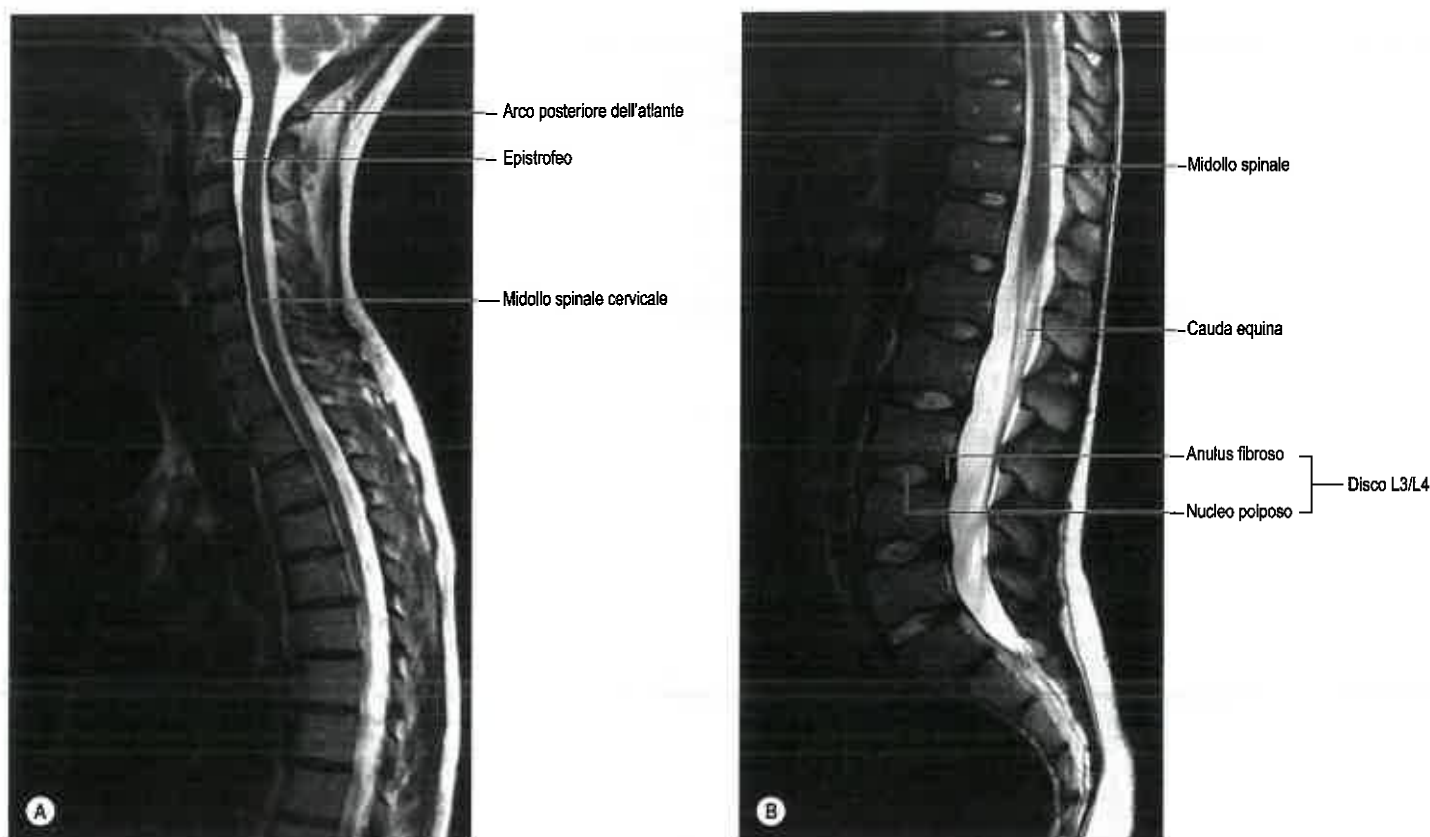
Risonanza magnetica (RM) sagittale della colonna cervicale e toracica superiore (A) e della colonna toracica inferiore e lombare (B).
